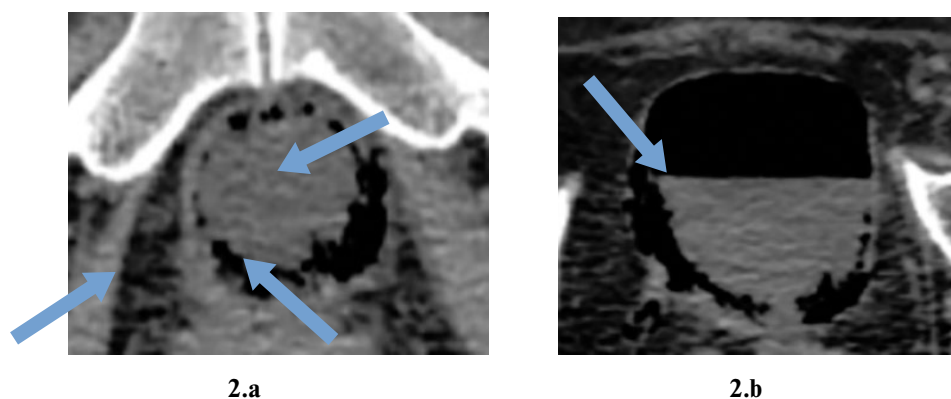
The bladder CT: Gas surrounding the bladder (2a); Air-Fluid level (2b).
